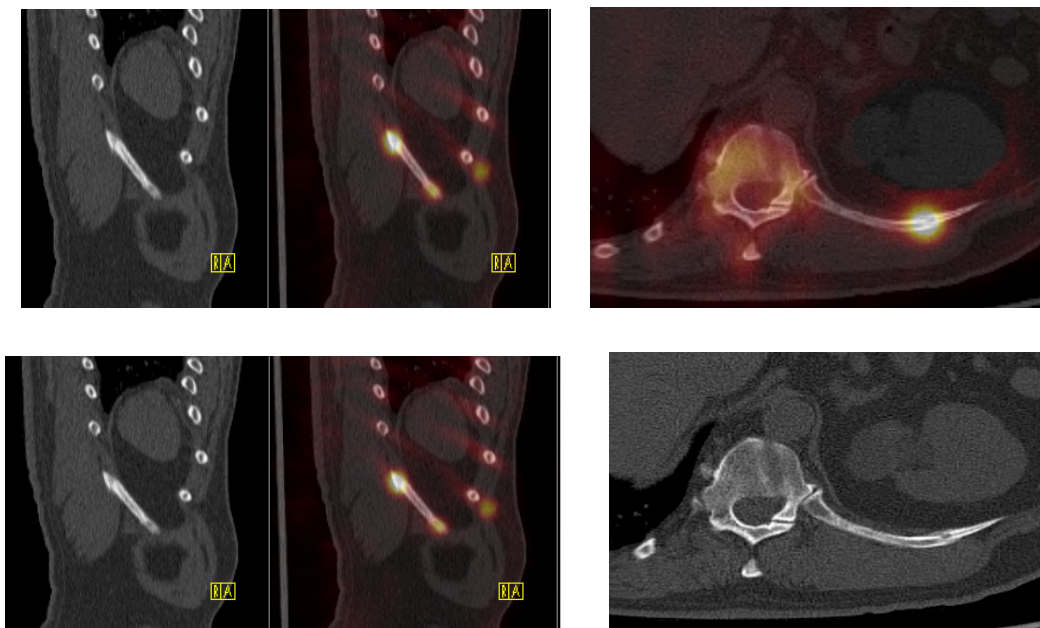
Прицельные сканы ОФЭКТ/КТ (пациентка С. 39 лет)
